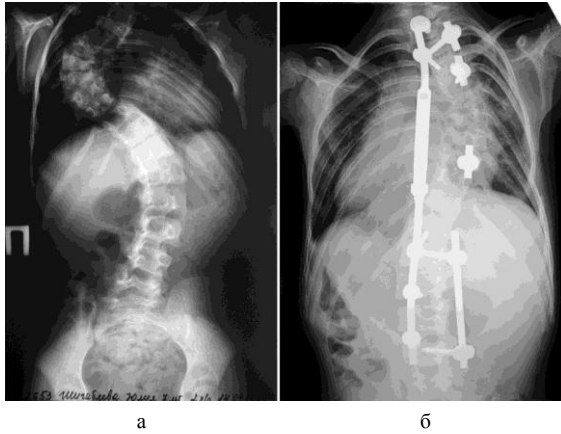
Рентгенограммы позвоночника в прямой проекции пациентки 7 лет со сколиозом IV степени: а – до лечения; б – после лечения
